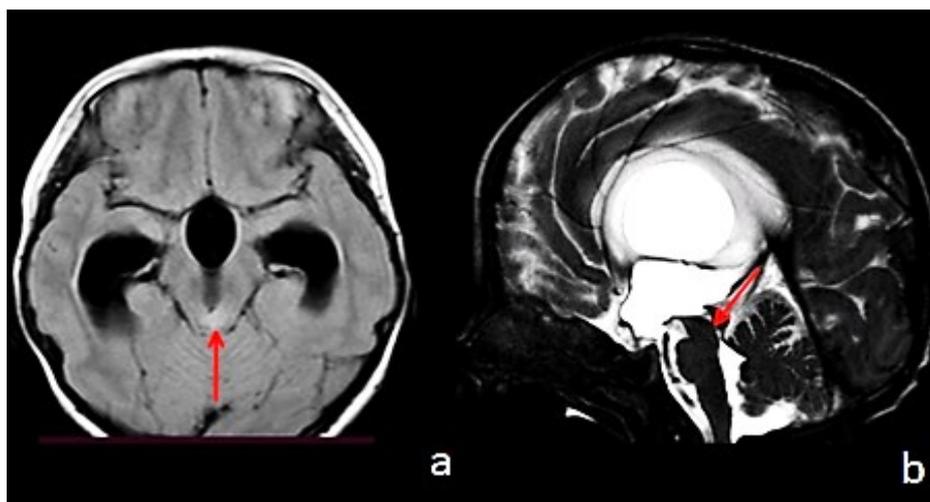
МРТ головного мозга в режиме фазово-контрастной последовательности CSF_QF и тонкосрезовых сагиттальных сканов CSF DRIVE: А — аксиальный срез; В — сагиттальный срез. Красной стрелкой указана обструкция Сильвиева водопровода
